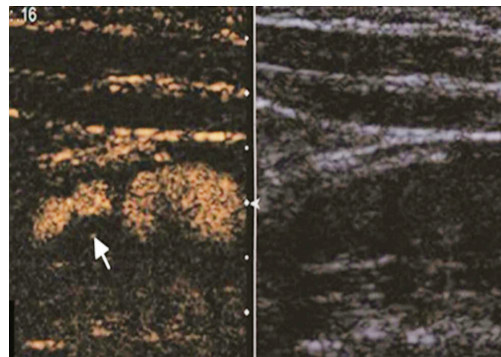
稳定斑块组(男,45岁)超声造影图,注射造影剂后可见斑点增强(箭头示)
